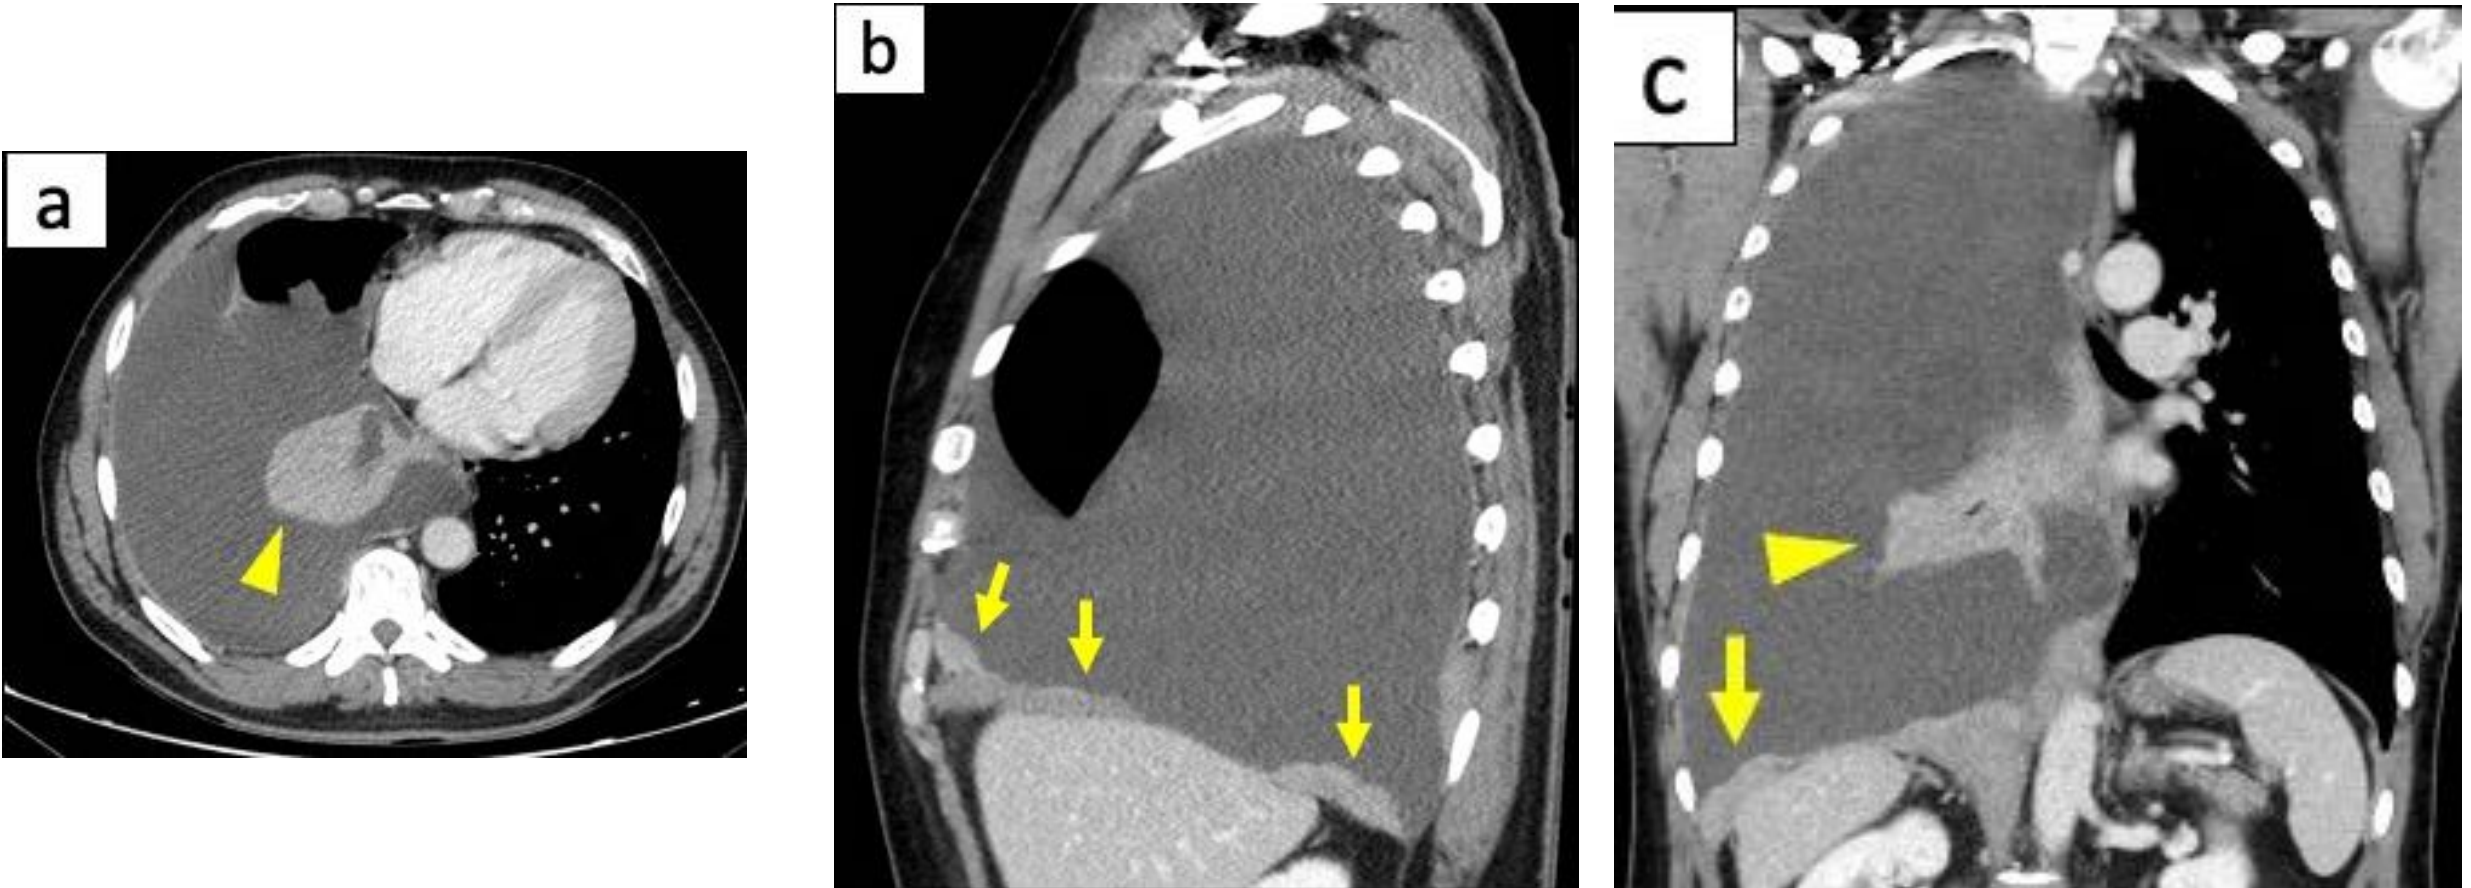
La TC con CIV axial (a), sagital (b) y coronal (c) muestra un mesotelioma derecho con engrosamiento pleural basal irregular y difuso (flechas en b-c), asociado a un derrame pleural grave que provoca atelectasia del parénquima pulmonar subyacente (puntas de flecha en a-c).
